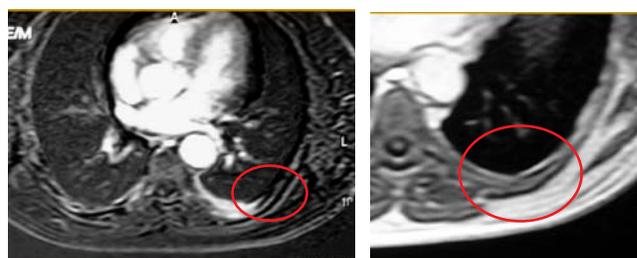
Paciente golfista com queixa de dor em hemitórax esquerdo. Radiografia de tórax não mostrou alterações. À ressonância nuclear magnética (RNM), à direita, seqüência ponderada em T1 evidencia traço de fratura (em destaque). À esquerda, seqüência ponderada em T2, na área correspondente à fratura, nota-se aumento do sinal, correspondendo a edema.
